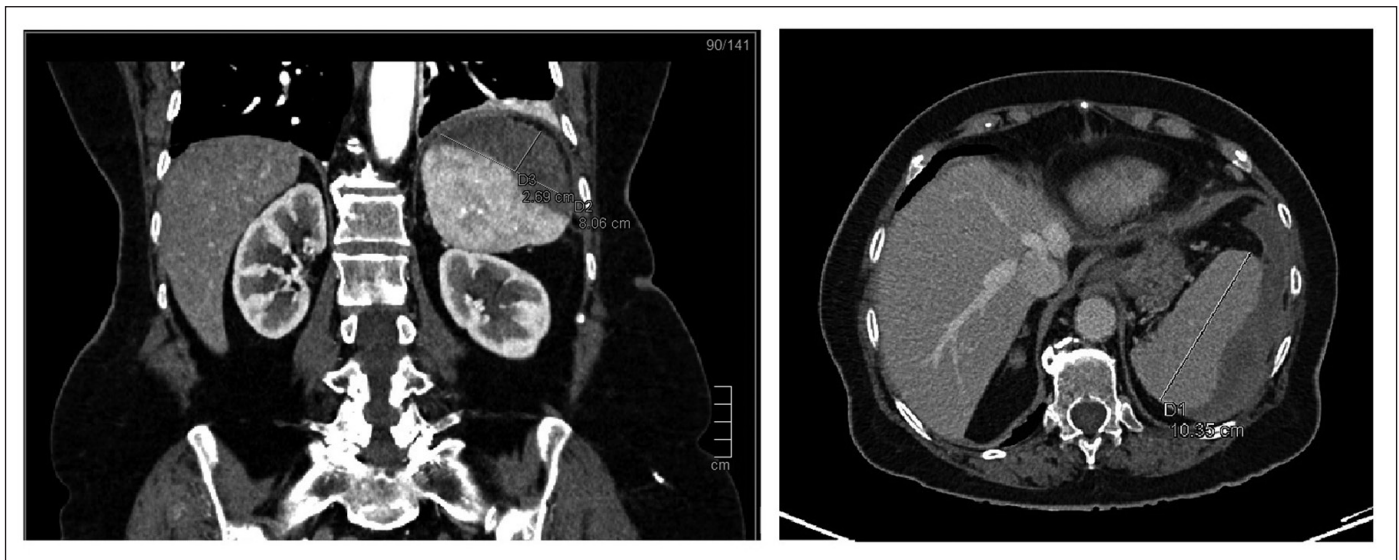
Imagen de TC del hematoma esplénico.
